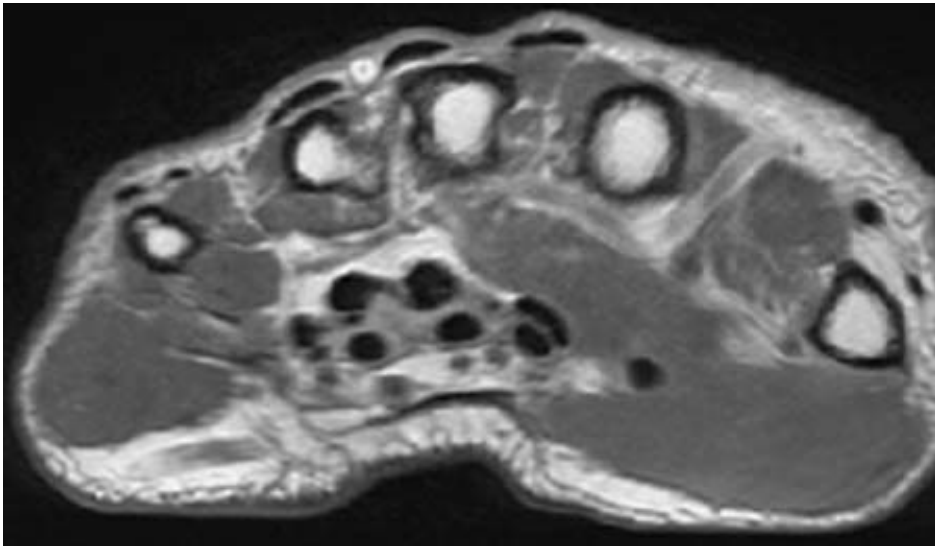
Magnetic resonance imaging (MRI) of wrist and knee at onset of arthritis (after 11mo of treatment) in case 2. MRI (proton density weighted image) of the right wrist showing extensive synovitis involving the radiocarpal and intercarpal joint spaces extending around multiple flexor and extensor tendons causing tenosynovitis.
